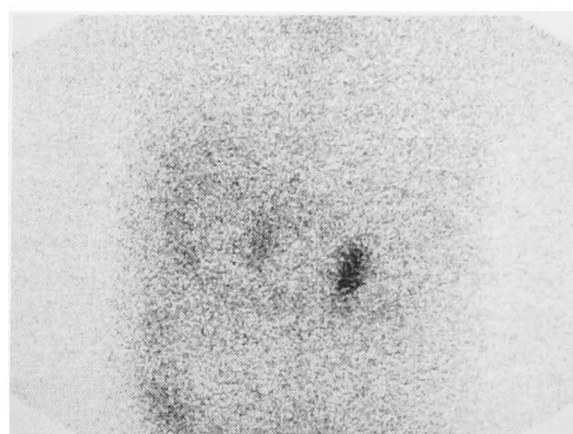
^{131}I adosterol scintigraphy shows up-take of ^{131}I in the left adrenal gland.
